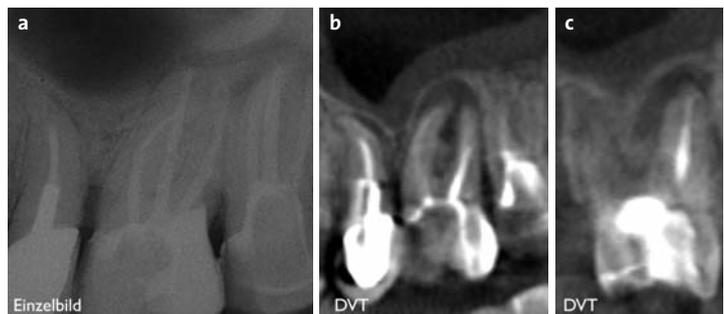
a) Der Schatten des Jochbogens überdeckt die Wurzelspitzen an Zahn 26 auf dem Einzelröntgenbild. b) Die DVT-Ansicht zeigt deutlich die apikalen Läsionen von longitudinal und c) transversal.
